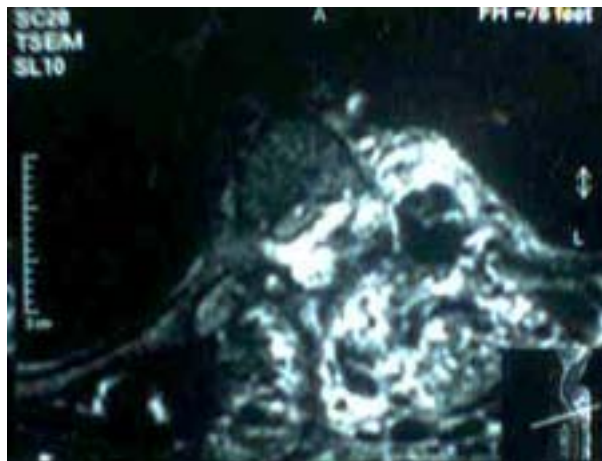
Imagen de RMN. Corte transversal al nivel de T7. Se observa destrucción total de la parte posterior de la vértebra dorsal. La lesión ocupa el espacio extramedular.
